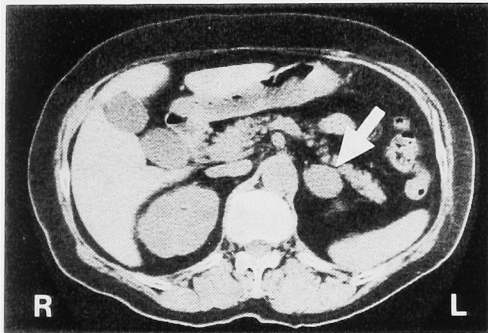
CT scan shows a homogeneous tumor (arrow) in the left adrenal region.
